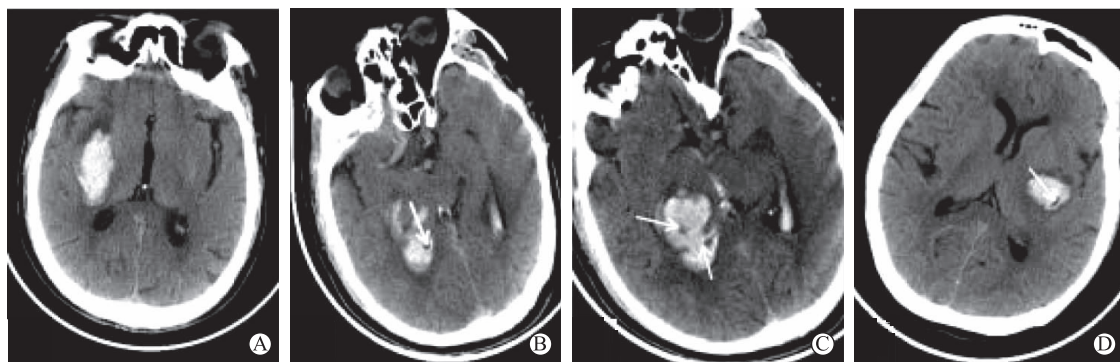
CT 显示不同类型漩涡征 A 为没有漩涡征的均匀高度衰减的右侧基底节出血;B 为典型圆形漩涡征(箭头所示);C 为不规则形漩涡征(箭头所示);D 为条纹状漩涡征(箭头所示)
